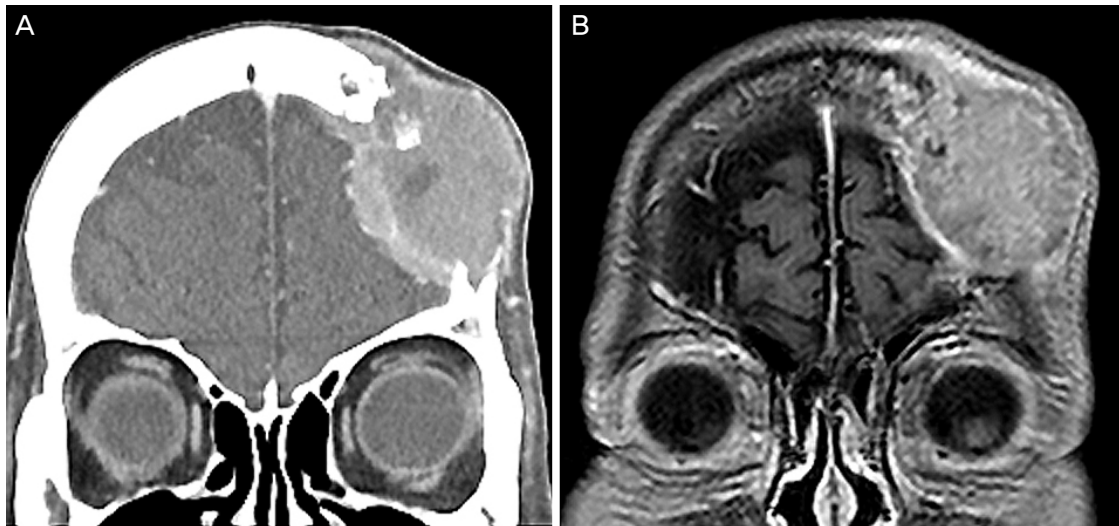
Initial coronal brain images recorded 1 year ago. (A) Computed tomography. (B) Magnetic resonance imaging. These are showing a heterogeneously enhanced extra-axial mass in the left frontoparietal bone. Bony destruction and intracranial extension are also shown.
